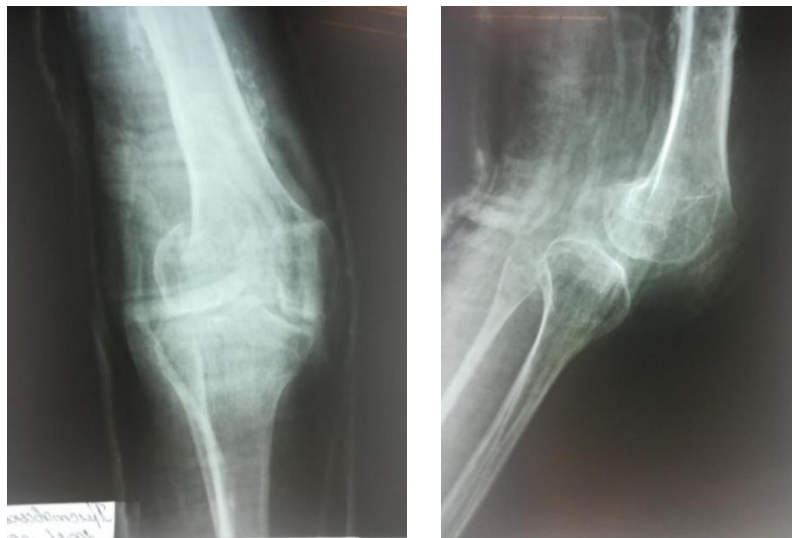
Рентгенограма хворого К. через 2 роки. Негативна динаміка вогнища перебудови лівої великогомілкової кістки (збільшення розмірів). Справа – стан після блокування зон росту стегнової та великогомілкової кісток.
